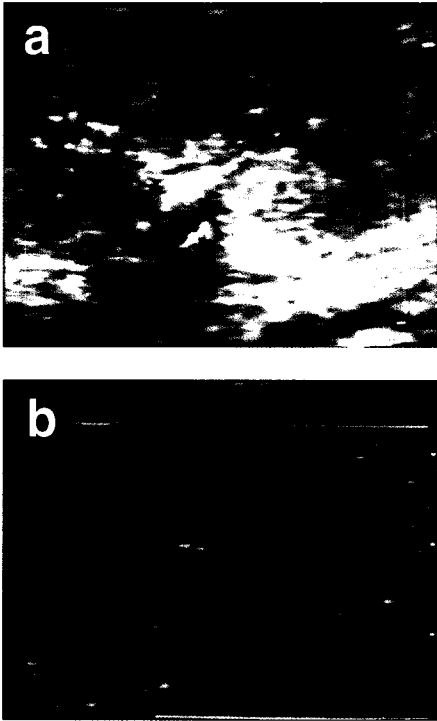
The initial power doppler ultrasound study was (a) and follow-up power doppler studies (b) of the left kidney of case 2. (a) The kidney has a elongated echogenic thrombosis within the left renal vein extending to the inferior vena cava. Marked decreased perfusion of the renal parenchyma showing pruned tree appearance without peripheral perfusion blush. (b) The kidney shrank further (2.8 x 1.4cm in size) and there was almost no perfusion.
